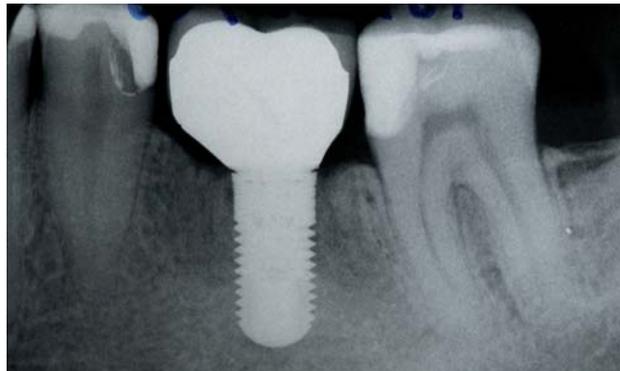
Röntgenkontrolle zwei Jahre post OP.
